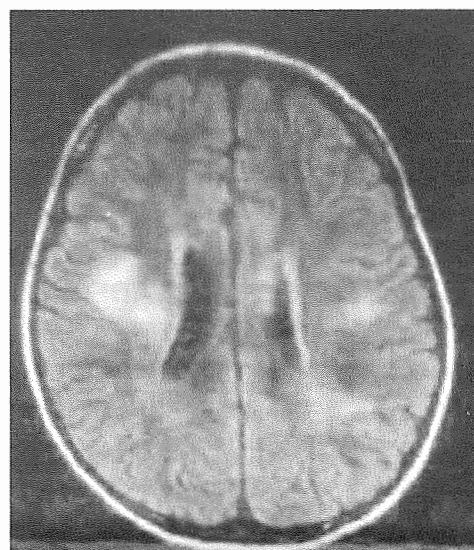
頭部MRI 水平面(FLAIR像)：症例1
